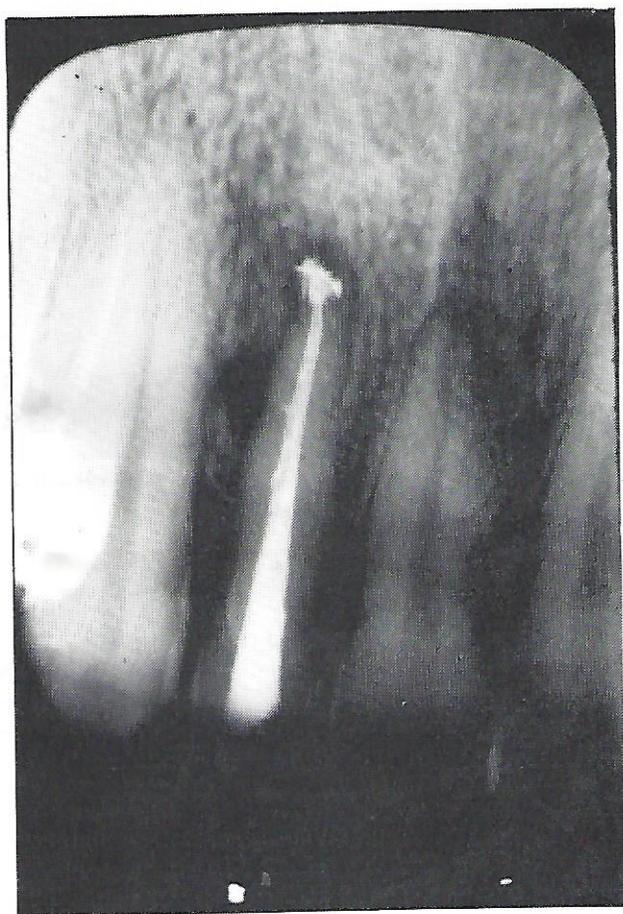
Radiografia imediatamente após a conclusão do tratamento endodóntico. (13/07/85).
